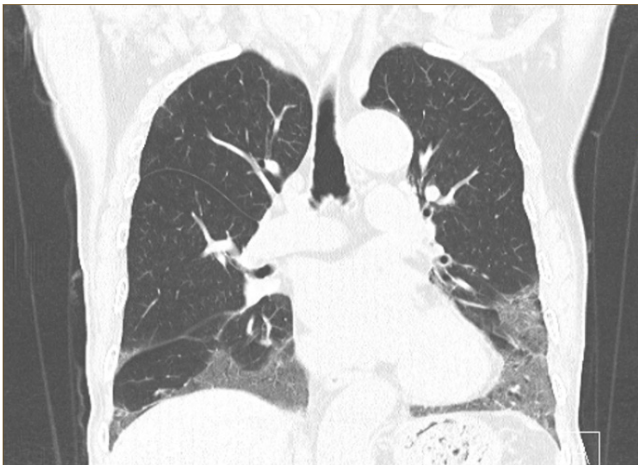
Radiologic pattern of NSIP in a patient with systemic sclerosis. HRCT images show bilateral basal predominant ground-glass opacity.
